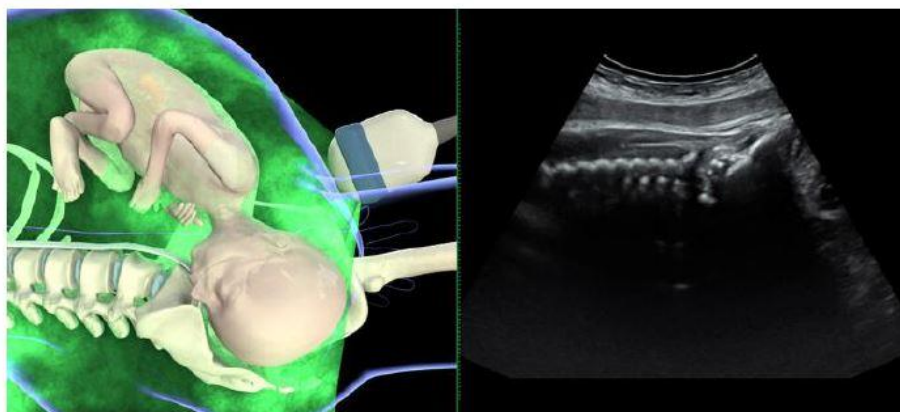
Transabdominal ultrasound imaging (sagittal plane) in fetus with occiput-anterior position. (Reproduced from Youssef *et al.*<sup>81</sup>.)
